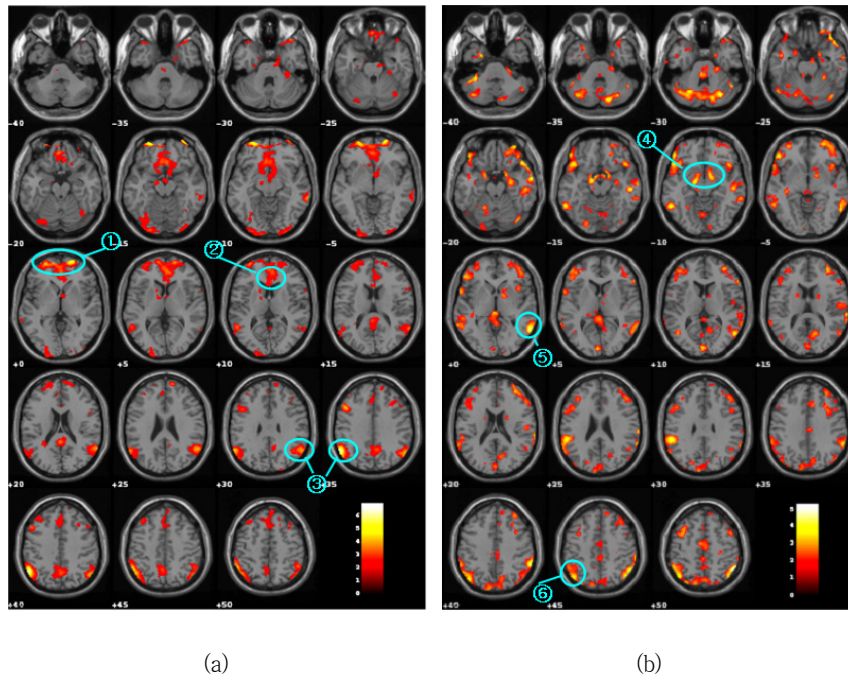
BOLD-MR images on axial slices associated with Color Naming(Color Word) test (a) in male ① medial prefrontal lobe ② anterior cingulate ③ parietal b) in female ④ orbitofrontal ⑤ temporal lobe ⑥ parietal
